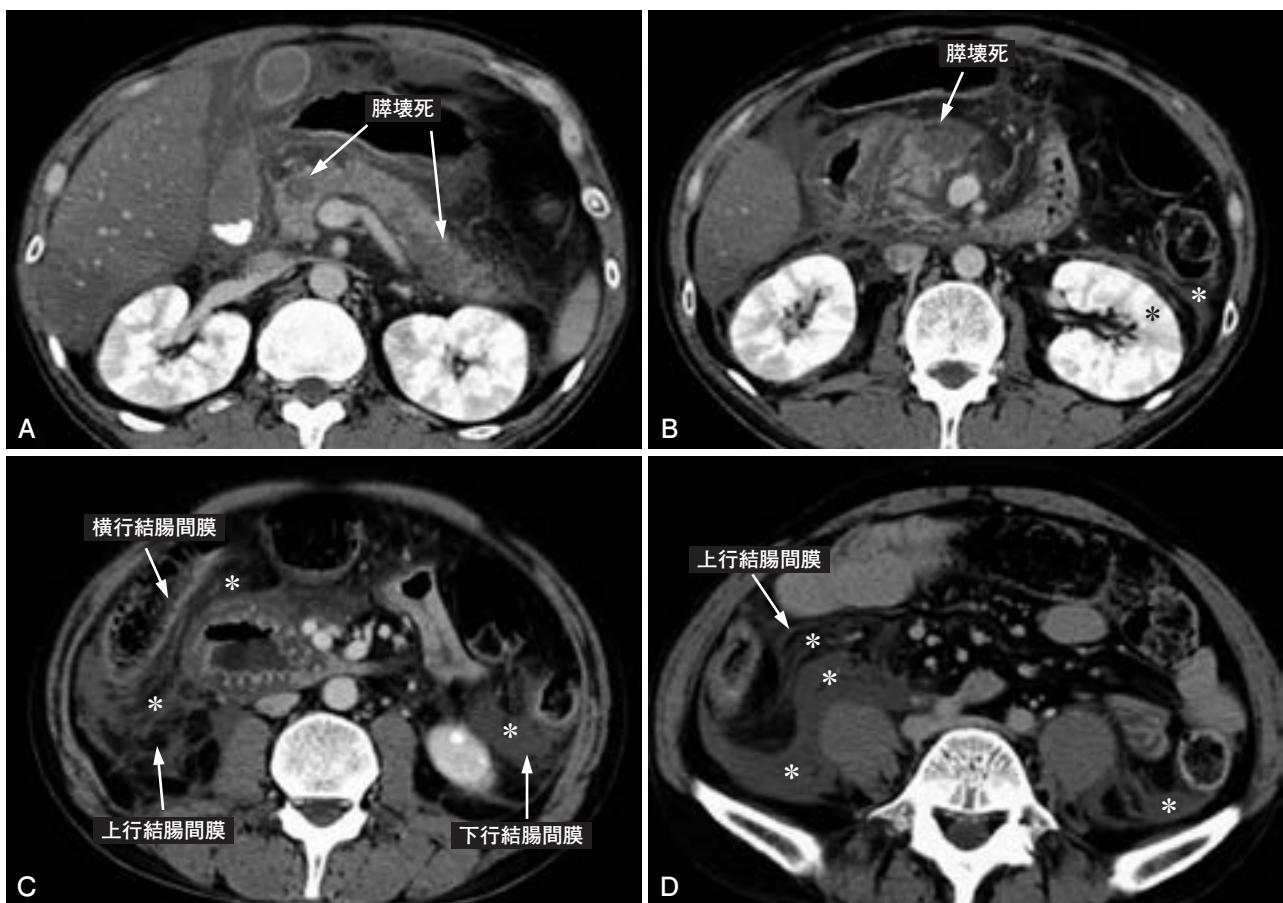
重症急性膵炎 (CT Grade 2) (発症初日)
